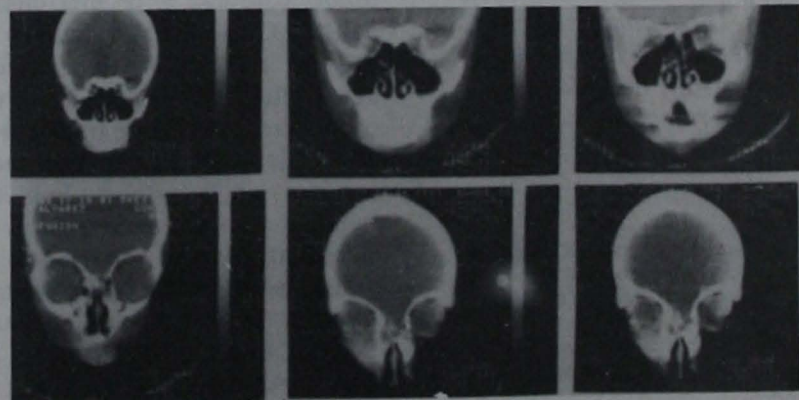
Tomografía computarizada en cortes coronales, que demuestra la herniación del encéfalo hacia la zona etmoidal por falta parcial del piso anterior.
